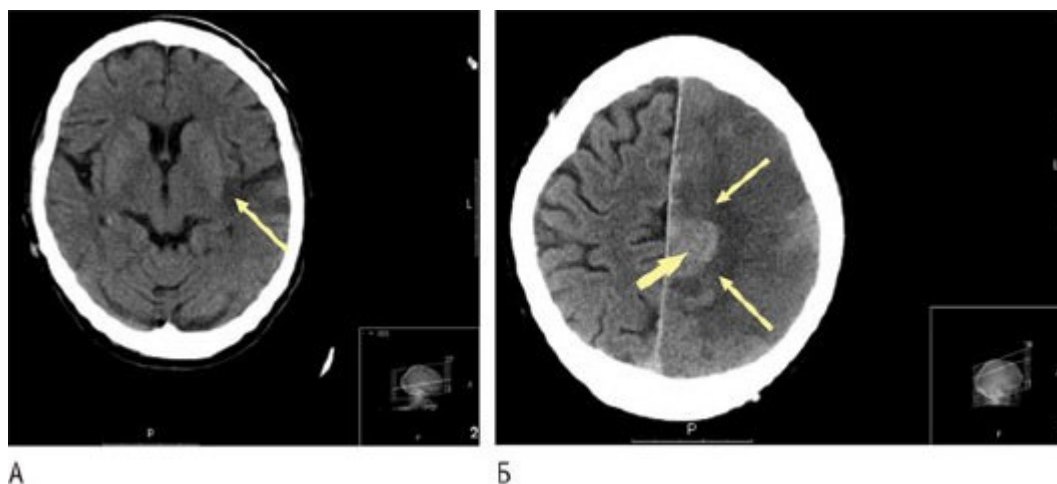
Компьютерная томография инфаркта мозга (указано стрелкой) у пациента с постоянной ФП без неврологических нарушений ("немой инфаркт") (А). Компьютерная томография острого мозгового инсульта (указано тонкой стрелкой) с последующей геморрагической трансформацией (указано толстой стрелкой) (Б).
